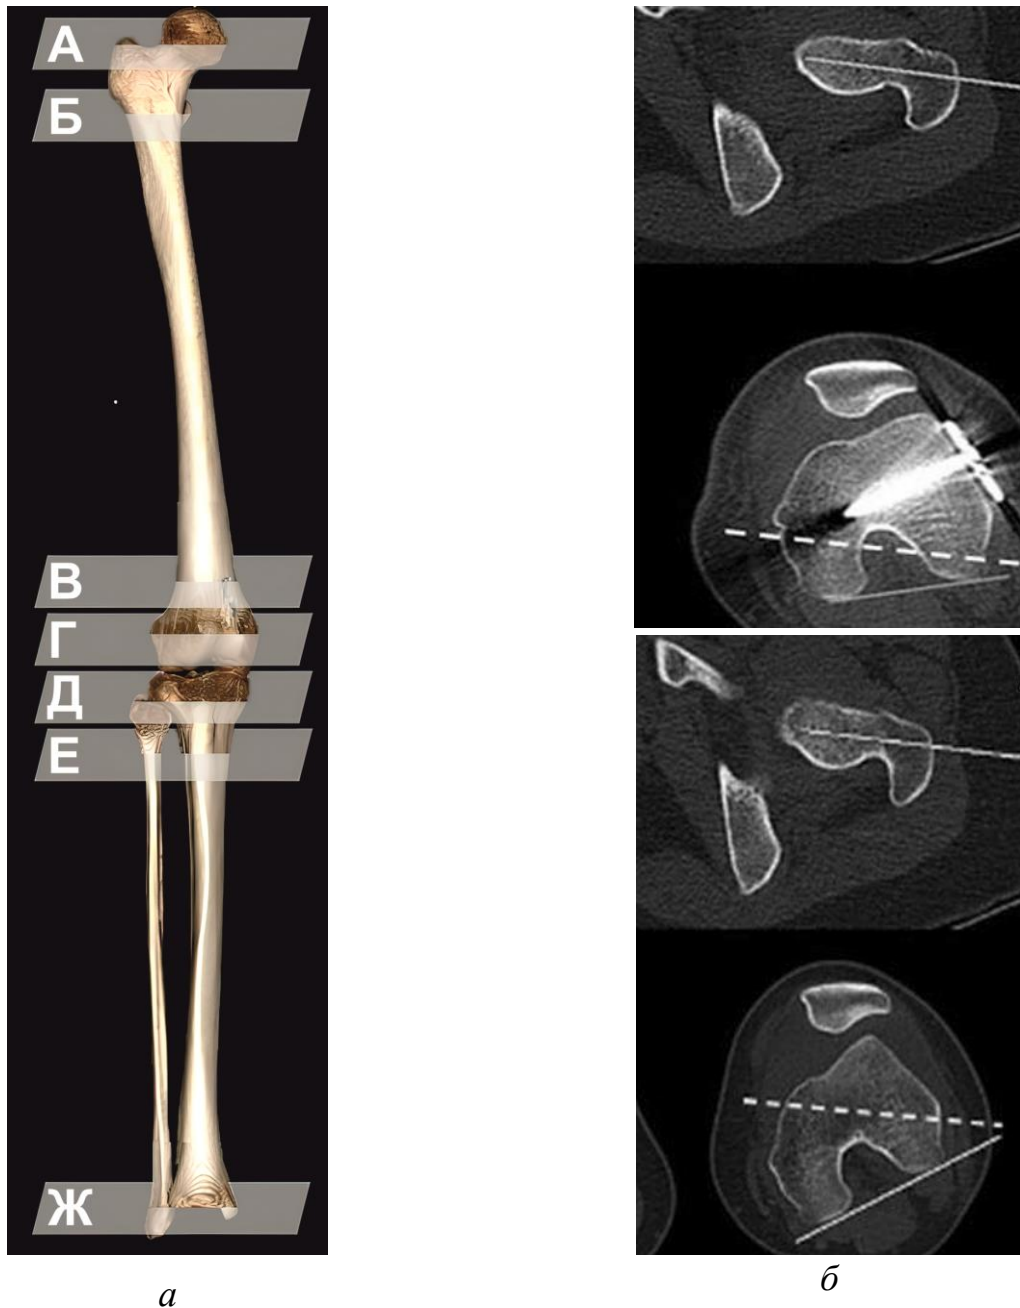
Расчет уровня и величины ротационных деформаций: *а* — КТ нижней конечности с 3D-реконструкцией (буквами А–Ж обозначены уровни определения ротационных деформаций нижней конечности); *б* — пред- и послеоперационные КТ-граммы
